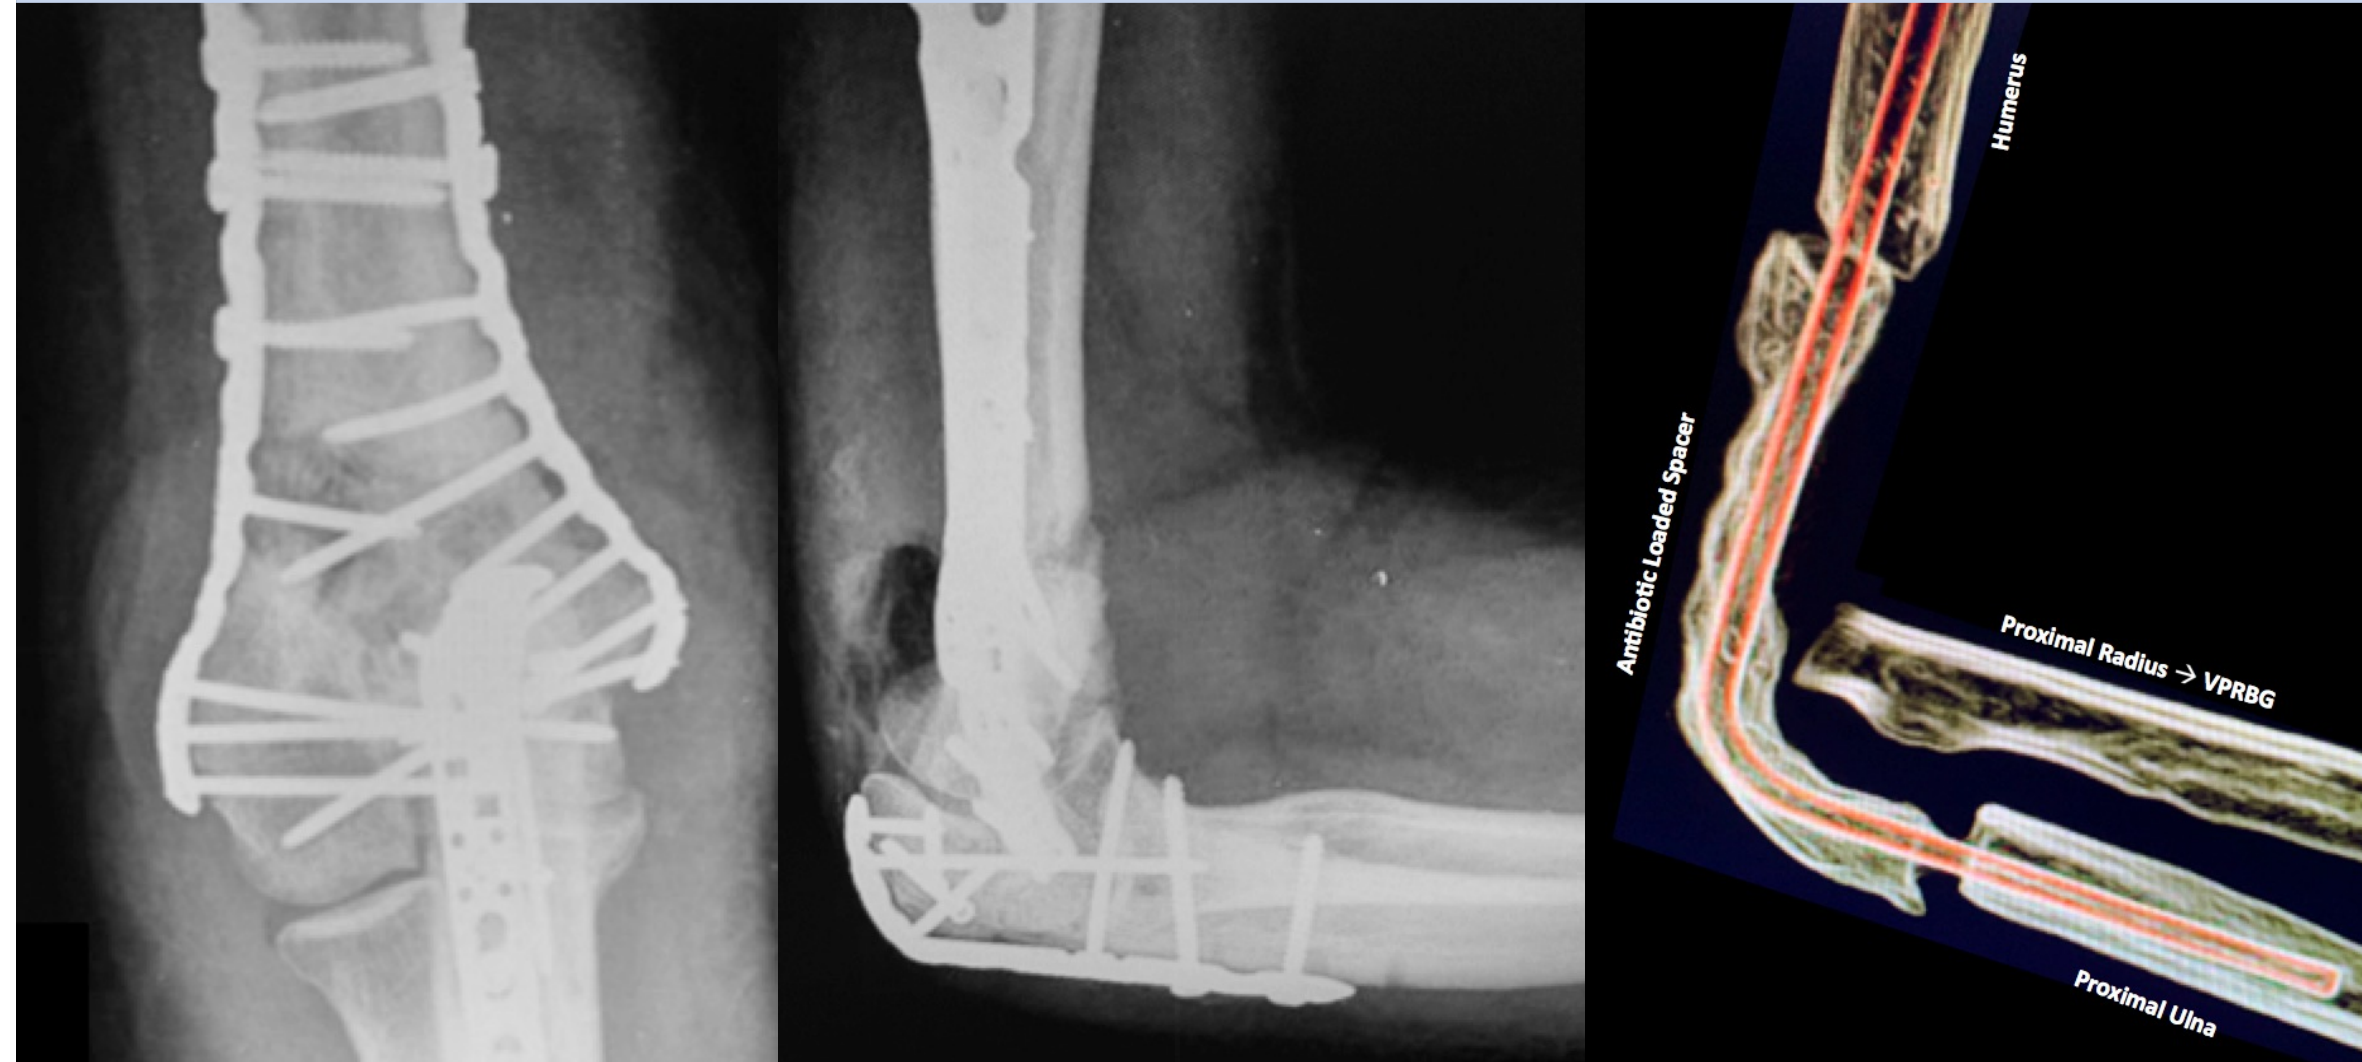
Radiografías preoperatorias (A y B) que muestran 2 placas en húmero distal para la fijación de la fractura previa y una placa en cúbito proximal para fijar el abordaje de la osteotomía de olécranon.
